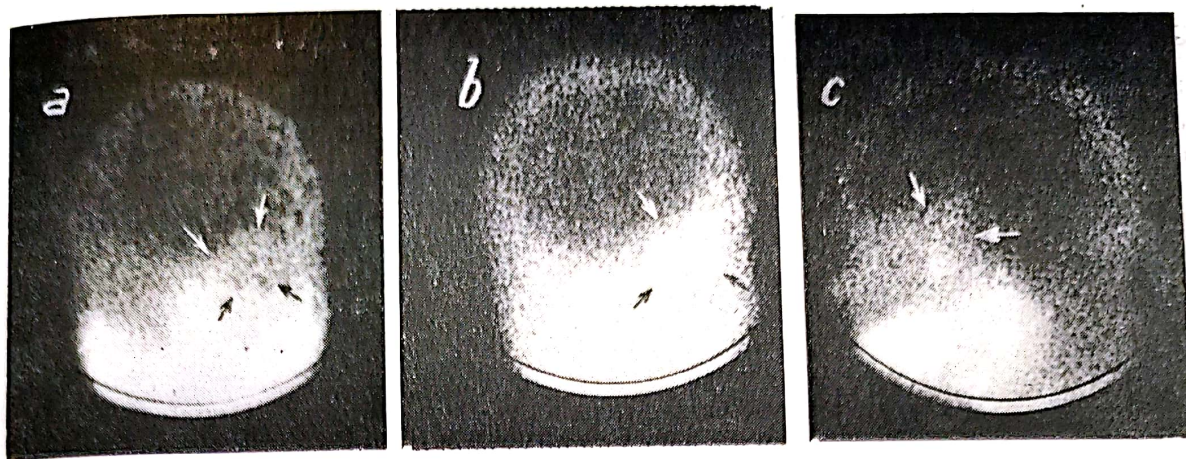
Imagini fotoscintigrafice comparative cu $^{99m}\text{TcO}_4$ (a și c) și ^{99m}Tc — pirofosfat (b și d), într-un caz de meningiom de aripă stângă de sfenoid cu reacție hiperostozantă importantă: a, b — incidență A—P; c, d — incidență de profil.
